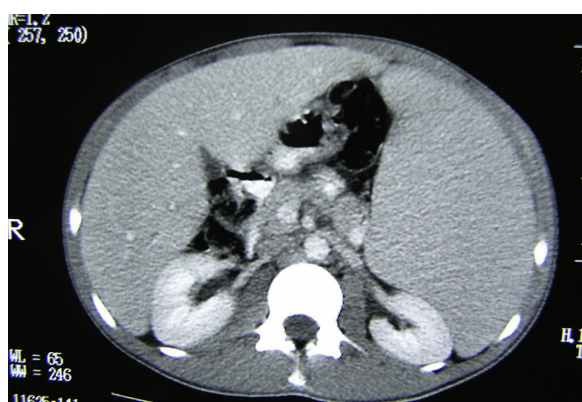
Imagen TAC abdominal a nivel renal: se objetiva hepatoesplenomegalia y múltiples adenopatías retroperitoneales.
